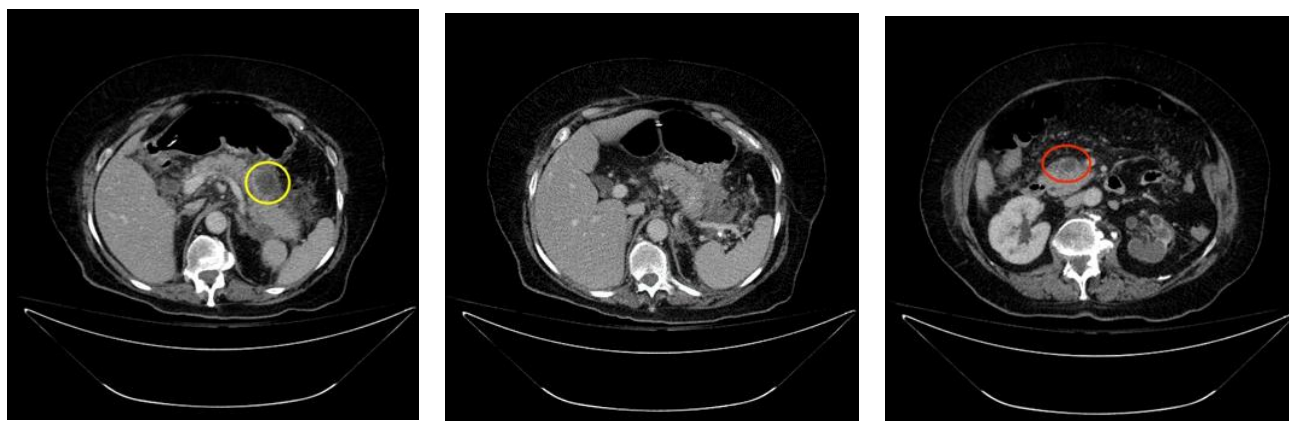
TC abdominopélvico con adquisición axial tras administración de contraste intravenoso en fase portal. Se observan áreas de mayor definición en el seno del aumento de densidad difuso peripancreático visible en anterior exploración, delimitando en este momento colección hipodensa adyacente a cuerpo pancreático de hasta 34 x 26 mm (círculo amarillo). A nivel cefálico, otra colección intrapancreática de 19 x 12 mm (círculo rojo).
